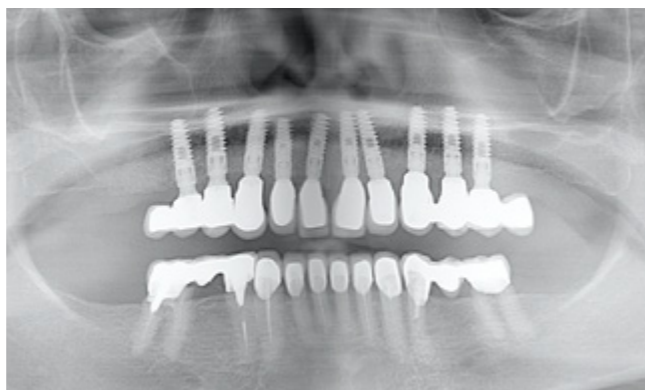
Повторный рентгеновский контроль спустя год после установки. Уровень костной ткани остается стабильным — потери кости не наблюдается. Кость покрывает плечо имплантата так же, как при установке.
